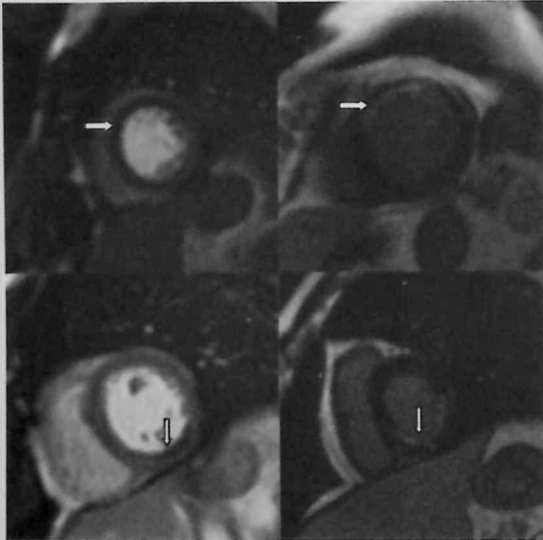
Imagen de RMC. Imagen superior izquierda e inferior izquierda: Cortes axiales donde se observa un defecto de captación (flechas), tras perfusión de primer paso con gadolinio, que representa áreas de OMV. Imagen superior derecha e inferior derecha zonas de hipercaptación en realce tardío con gadolinio (flechas), que corresponden a zonas de necrosis transmural. Abreviaturas: RMC = Resonancia magnética cardiaca; OMV= Obstrucción microvascular.
